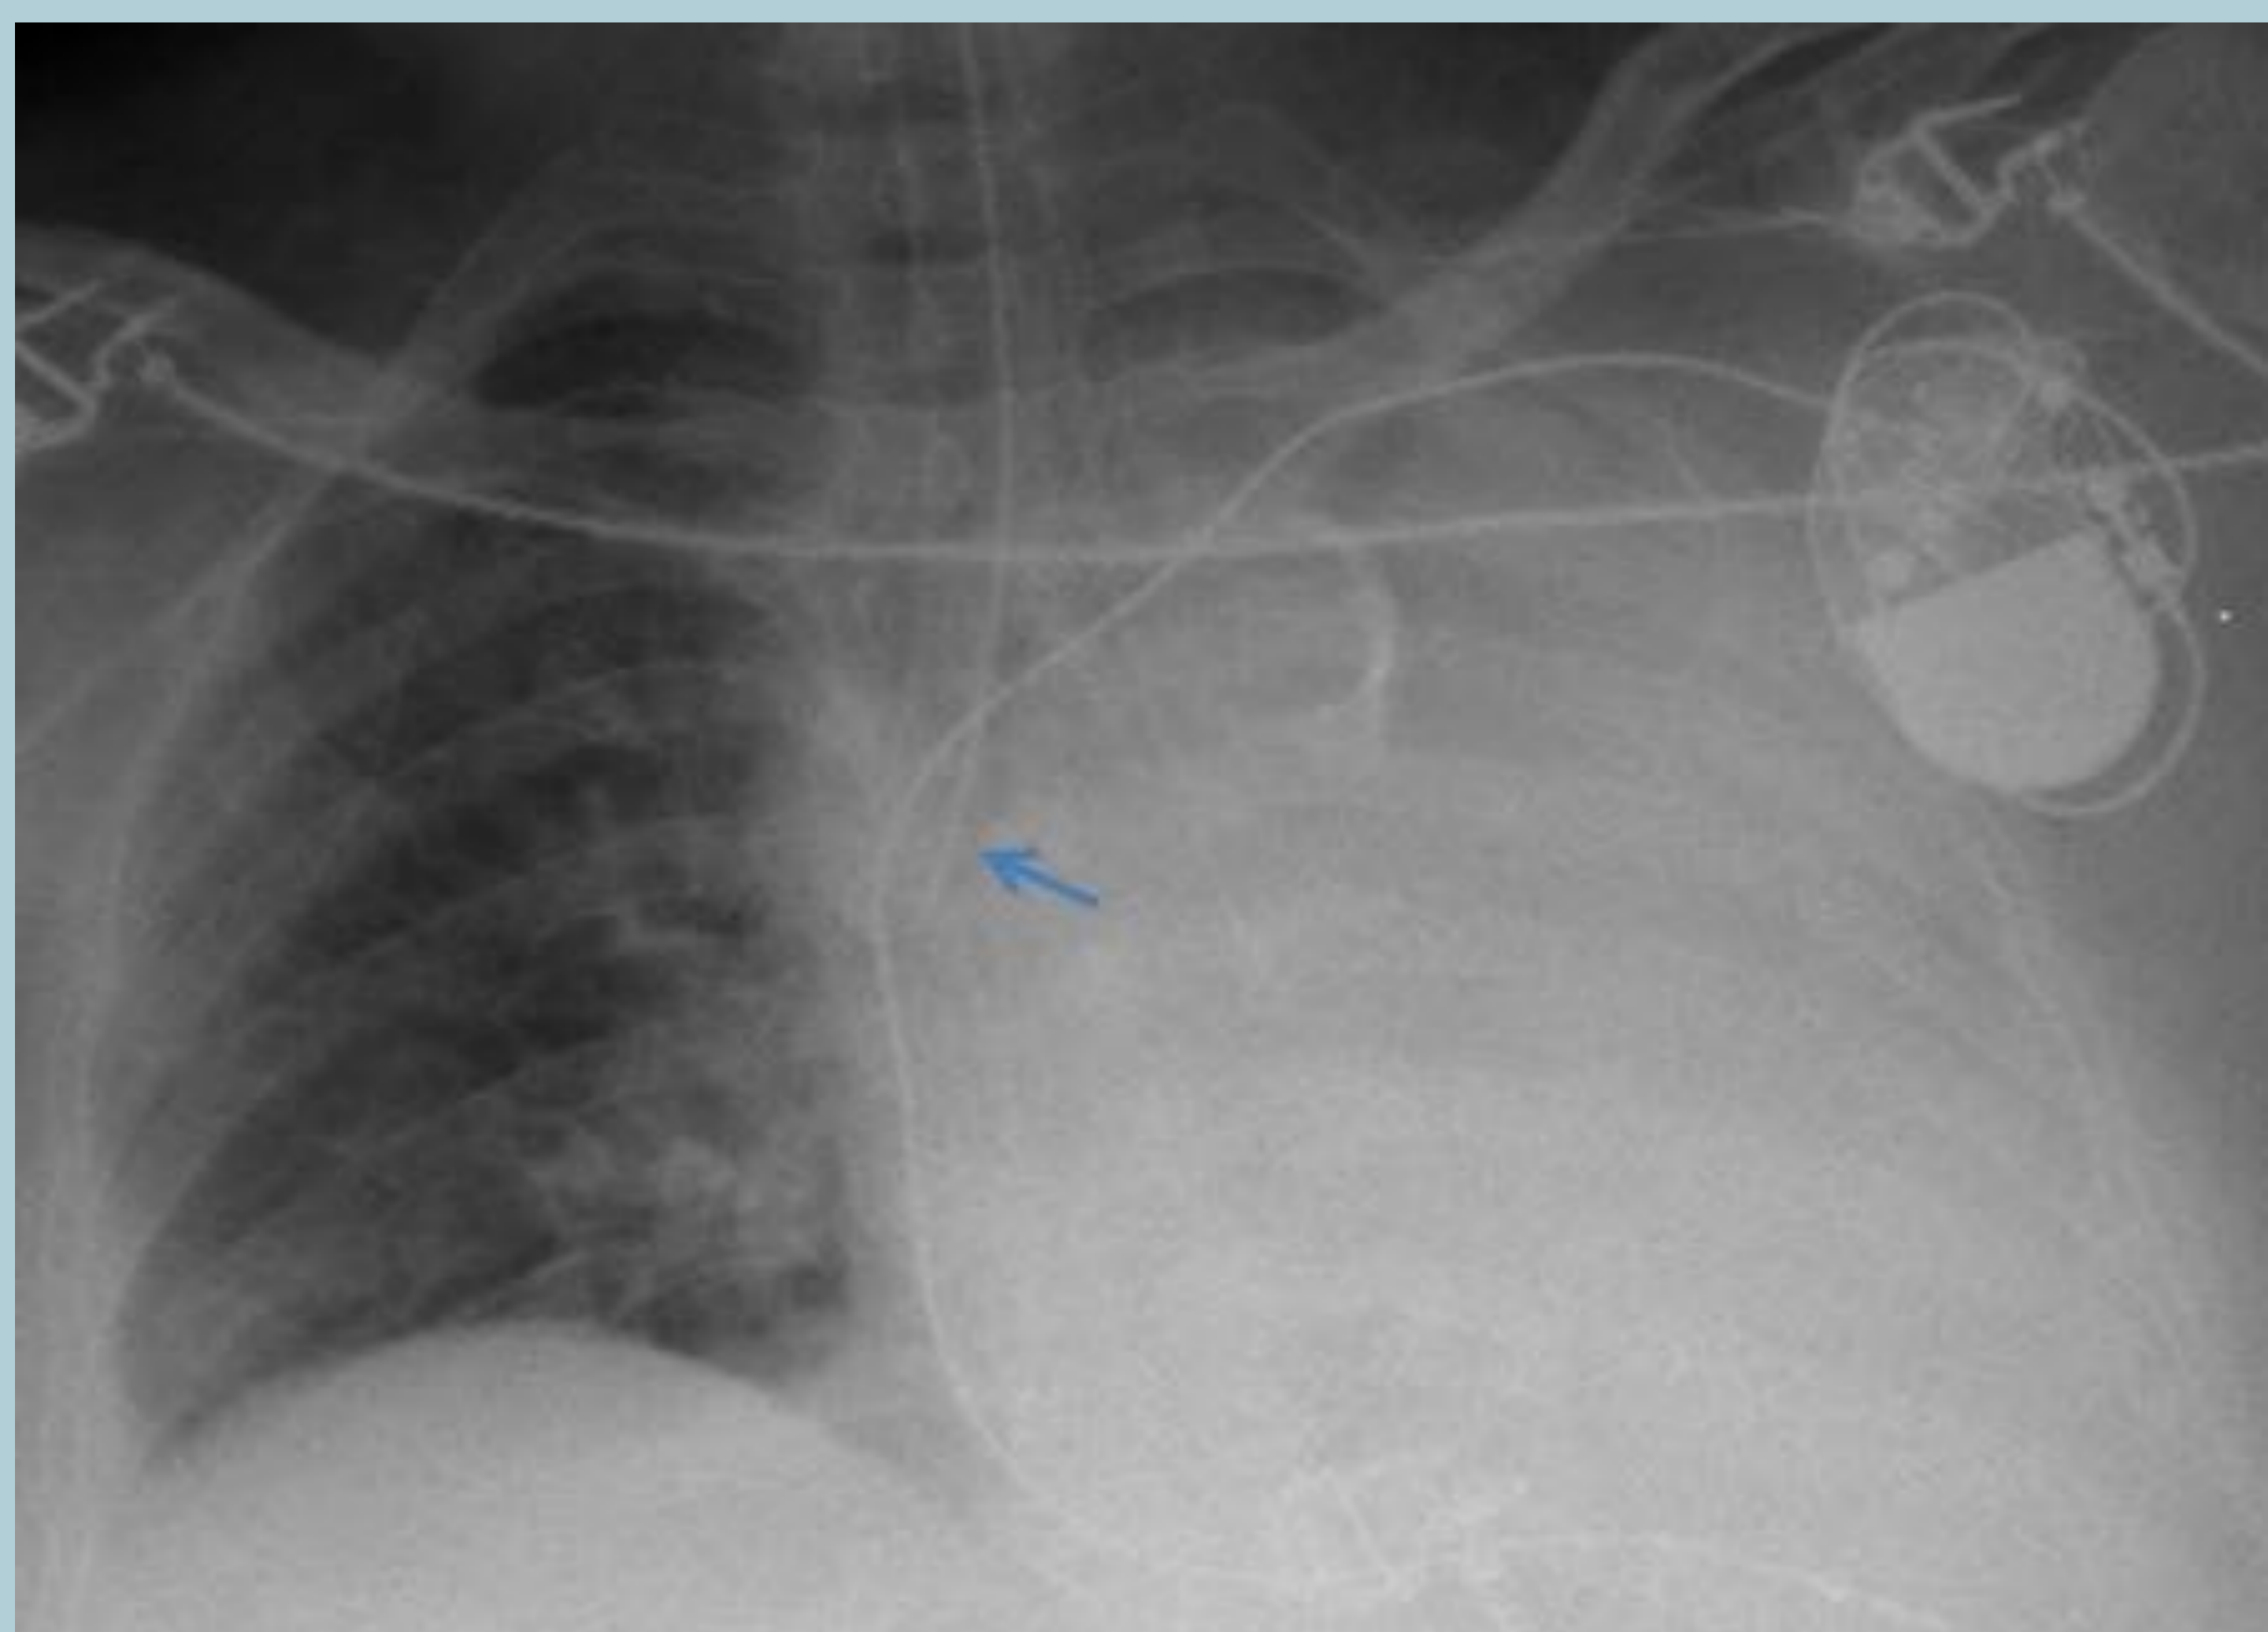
Radiografía de tórax de control tras intubación en un varón de 55 años ingresado en UCI tras parada cardiorrespiratoria. Se observa una intubación selectiva del bronquio derecho (flecha azul) que causa una atelectasia completa del pulmón izquierdo.
